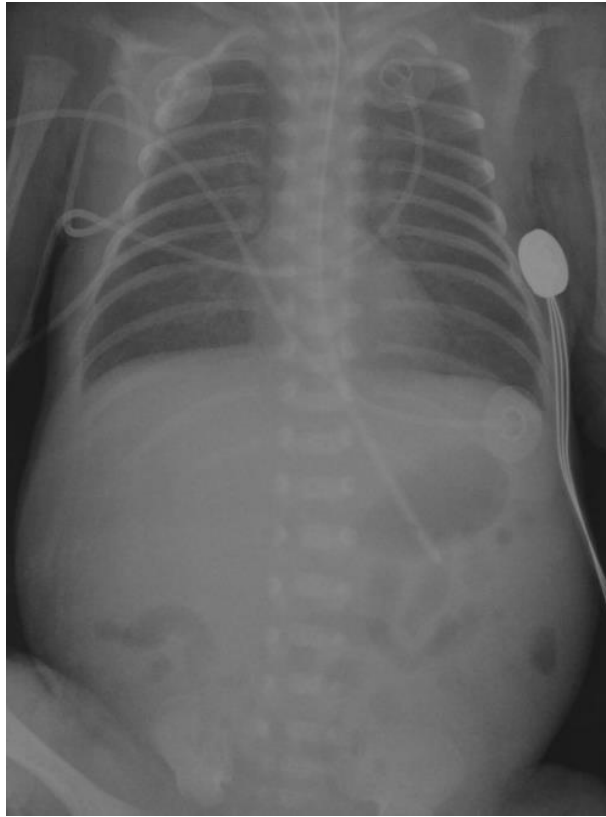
Недоношенный новорожденный Д. (И/б №73600/A20). Традиционная рентгенограмма. Пневматизация легочной паренхимы снижена с нерезкими ретикулогранулярными изменениями; сердечная тень типичного положения, имеет четкие контуры, купол диафрагмы также без особенностей
